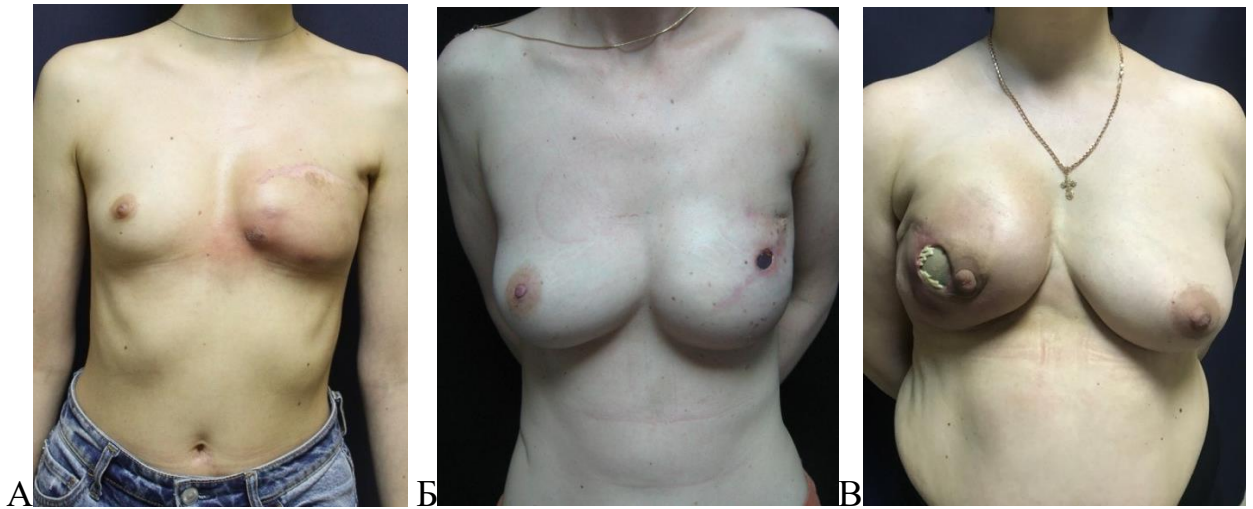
Протрузия имплантата при одномоментной реконструкции:
